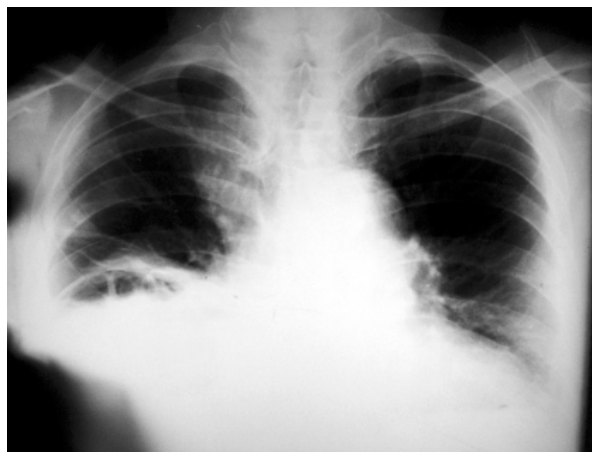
Radiografía PA de tórax.
